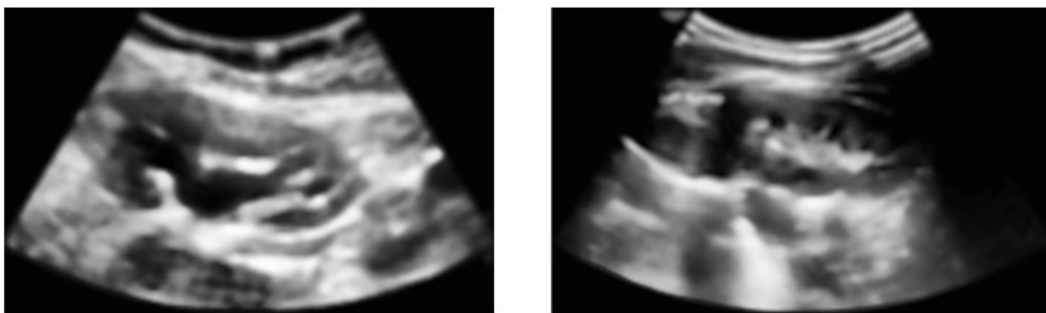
Esempi di ecografie di reni pediatrici dopo l'applicazione dell'equalizzazione adattativa dell'istogramma con contrasto limitato nel caso di sonda Esaote immagine 003 (sinistra) e Samsung immagine 0027(destra).
